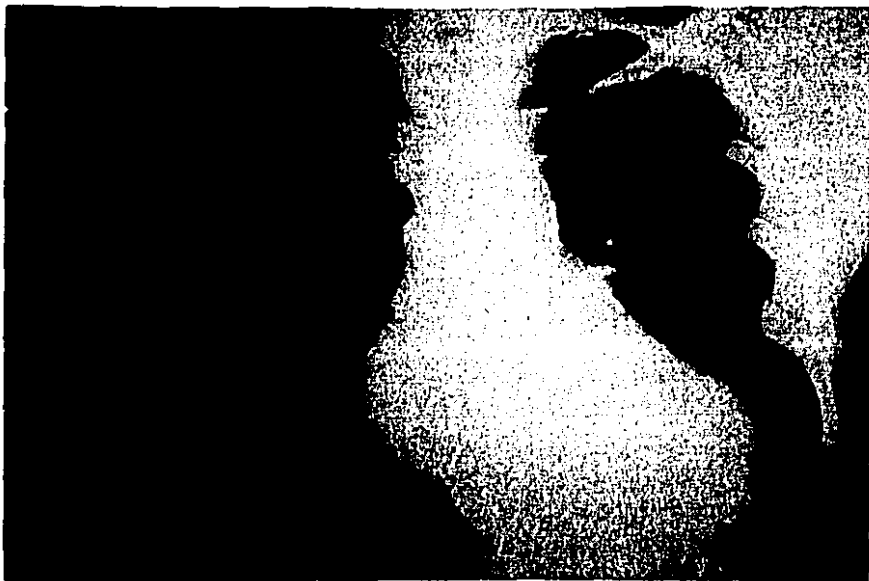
Teleradiograffa de tórax del paciente No. 10, con cardiomegalia importante.
